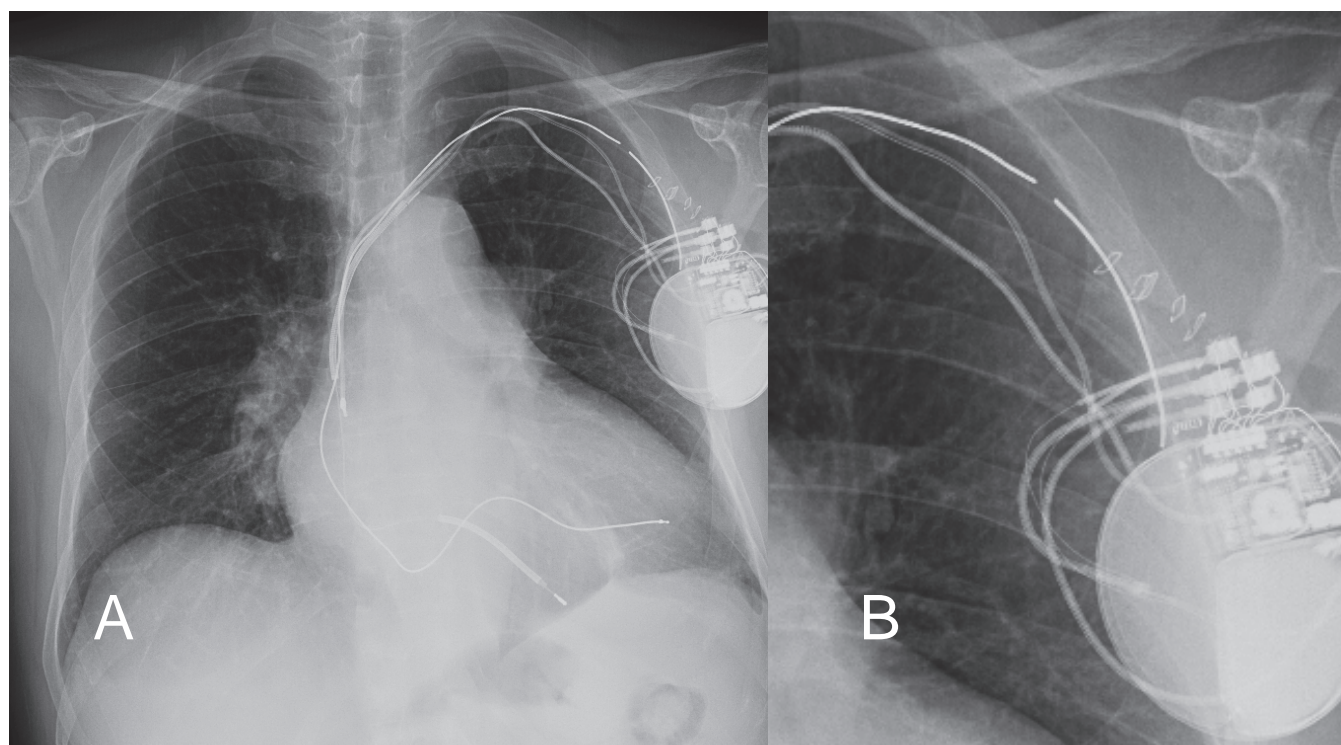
Radiografía de tórax. Proyección PA. A) Se visualiza generador de DAI-CRT y cables auricular, de VD y de VI normoposicionados. B) En imagen ampliada detalle del cable de VI a la altura de su inserción en la vena subclavia donde se puede ver la pérdida de continuidad del mismo.
